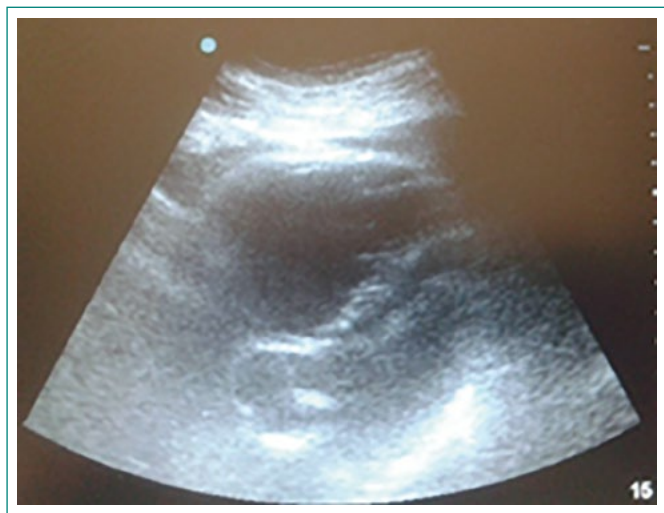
Ecocardiografía transtorácica (ventana subcostal). Apréciase la dilatación del ventrículo derecho y desviación del septo interventricular hacia el ventrículo izquierdo
